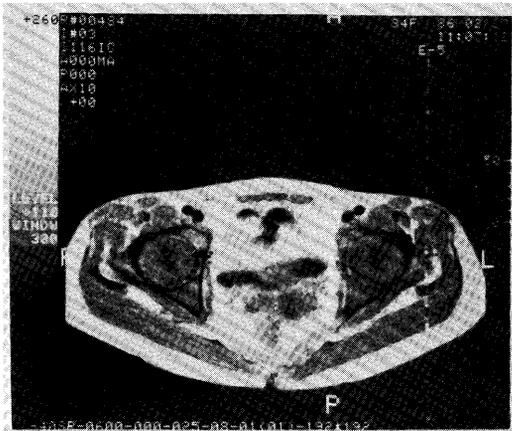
MRI T1 image shows low intensity of bone marrow which is similar to that of muscle.
